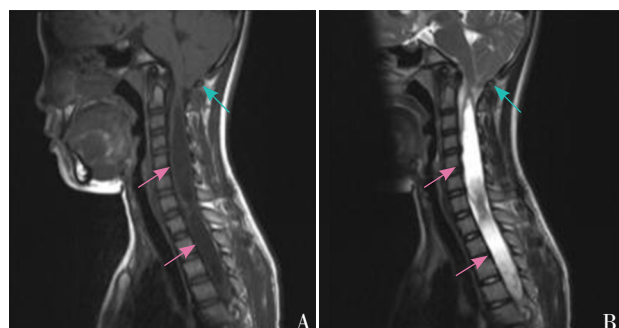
脊髓MRI检查结果 A为T1像, B为T2像。红色箭头指示囊性病变位置; 绿色箭头指示扁桃体下疝位置。
